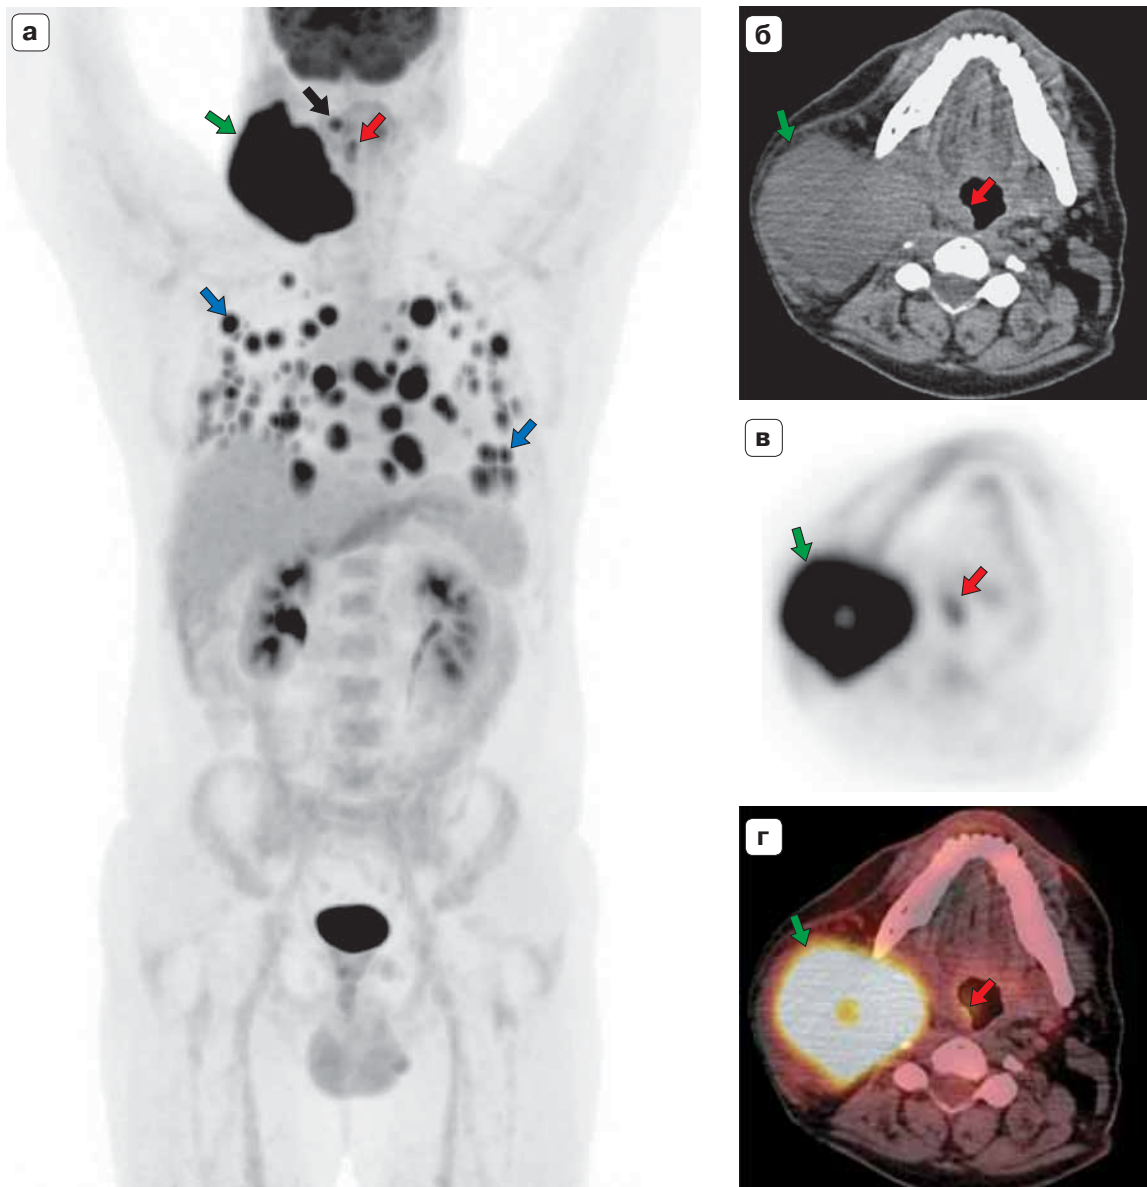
ПЭТ/КТ с ^{18}F -ФДГ. Плоскоклеточный рак ротоглотки до лечения. а – МIP ПЭТ во фронтальной реконструкции; б – аксиальные срезы КТ, в – ПЭТ, г – ПЭТ/КТ. Очаговое накопление ^{18}F -ФДГ в небольшом образовании ротоглотки справа (красная стрелка), в конгломерате лимфатических узлов шеи справа (зеленая стрелка), в одиночном ретрофарингеальном лимфатическом узле справа (черная стрелка), во множественных узловых образованиях обоих легких (синие стрелки).
